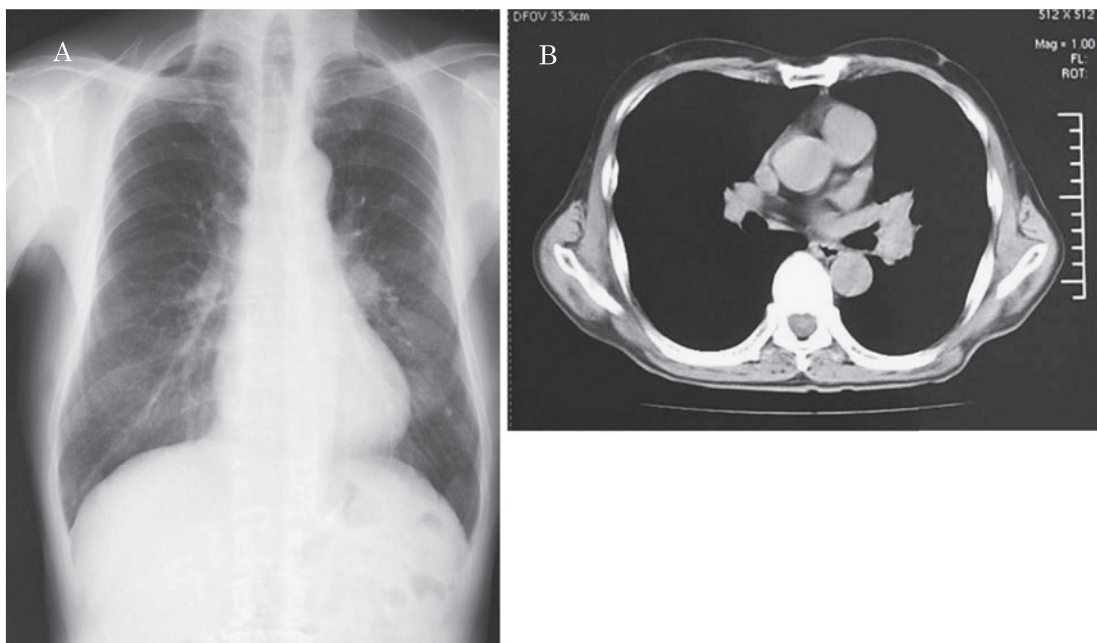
(A) Chest X-ray film on the first admission showed a left hilar mass shadow. (B) Chest CT on the first admission showed a left hilar mass shadow, but there was no abnormal shadow on the lung.
